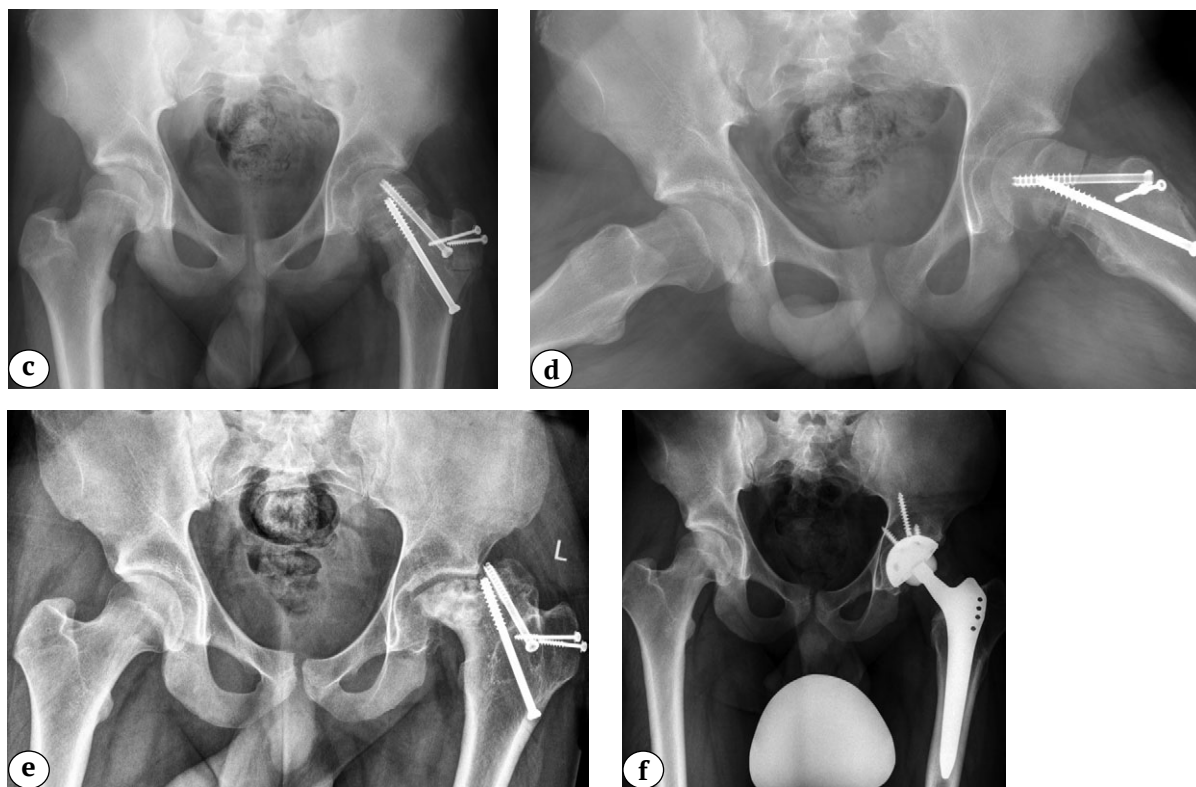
(c, d, e, f). Серия рентгенограмм тазобедренных суставов пациента 16 лет с левосторонним коксартрозом 3-й стадии в результате лечения ЮЭГБК:
